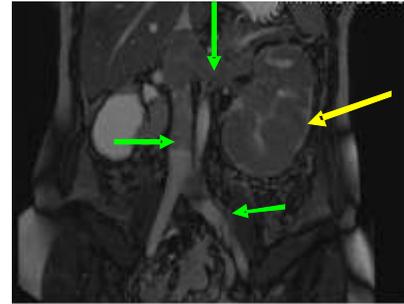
RM abdominal: gran masa renal izquierda (flecha amarilla). Trombosis masiva de la vena renal izquierda, vena cava inferior y bifurcación iliaca (flechas verdes).
